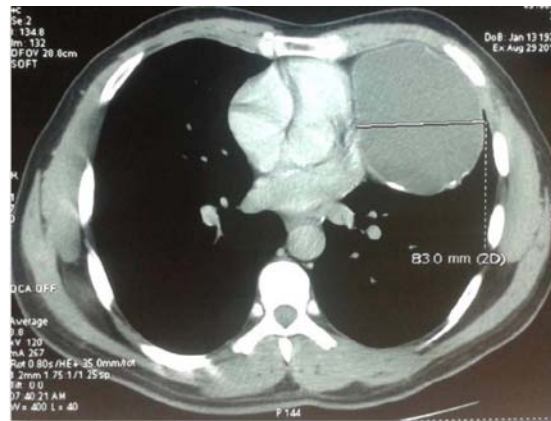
TDM thoracique montrant une masse kystique siégeant au niveau de l'angle cardio-phrénique gauche avec présence de calcification au niveau de sa paroi.
